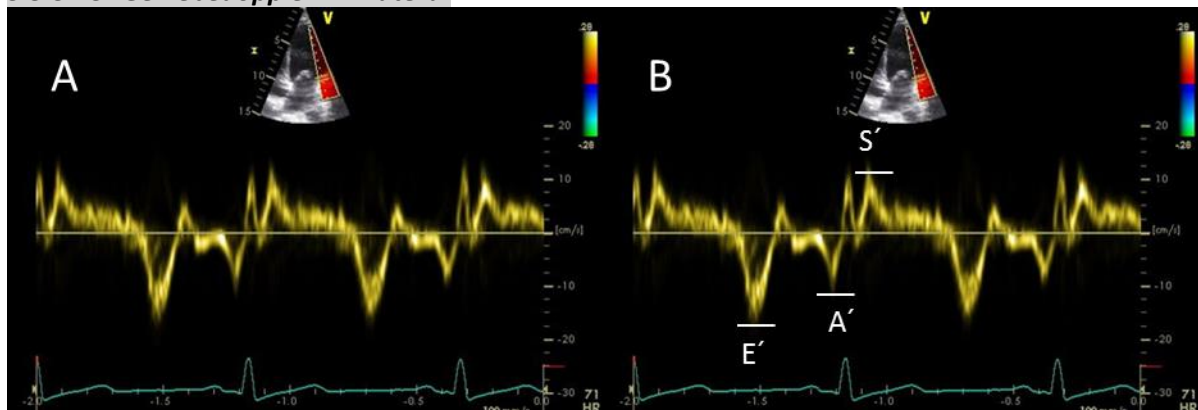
Gewebedoppler MK lateral (A) und Messung Gewebedoppler MK lateral (B)
